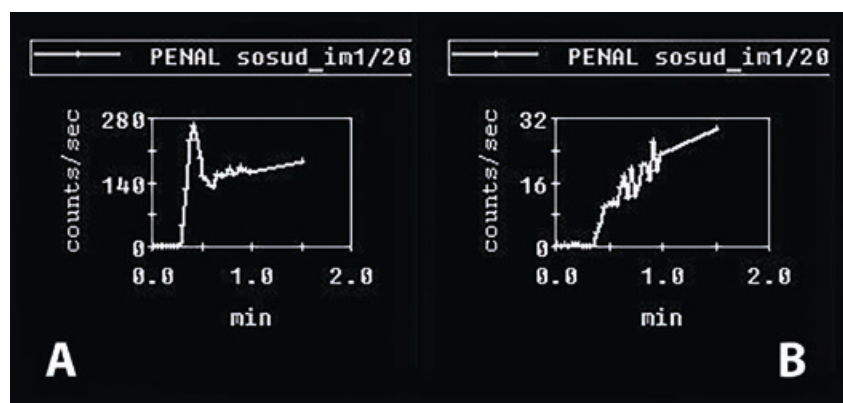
Фаллосцинтиграфия. Нормальные показатели: А. прослеживается четкий артериальный сегмент; Б. время артерио-органного транзита своевременное; увеличение активности РФП в половом члене в 4 раза в течение 20 минут
